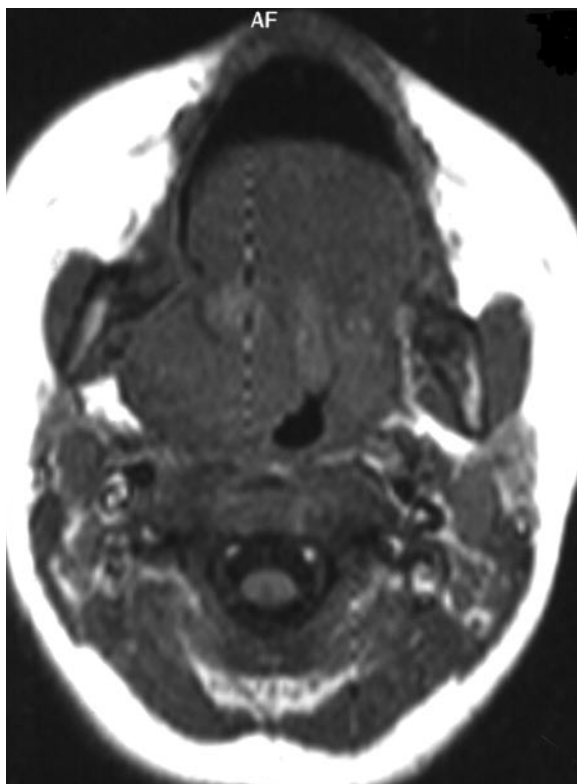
T1-weighted images, transverse projection.
